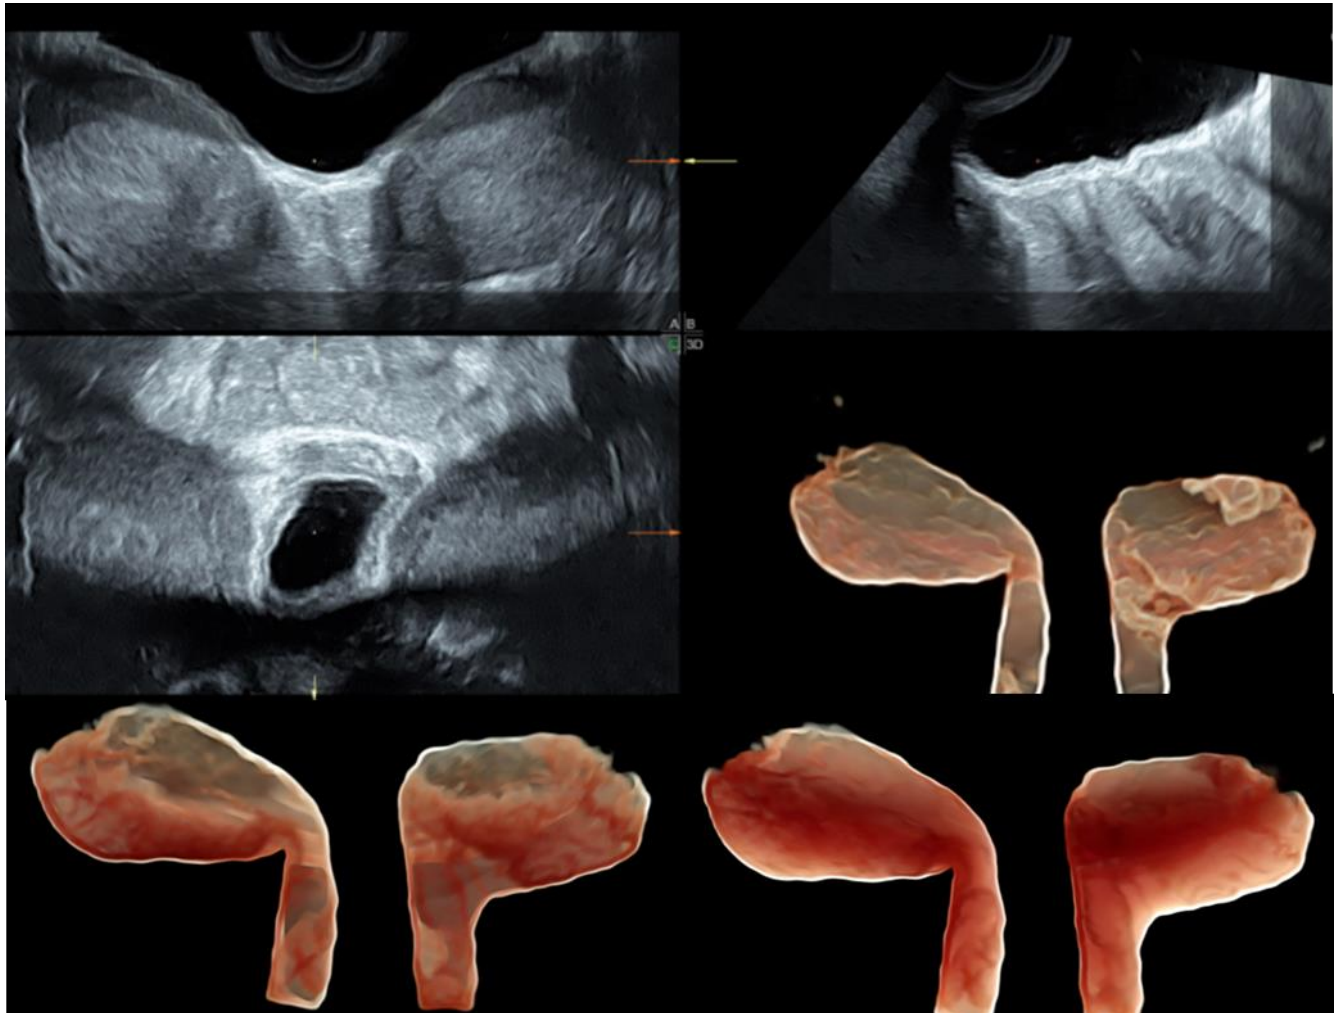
Útero didelfo con ecografía 2D (arriba izquierda) y el resto de imágenes con modo Silueta, se observan útero y cérvix por duplicado.
